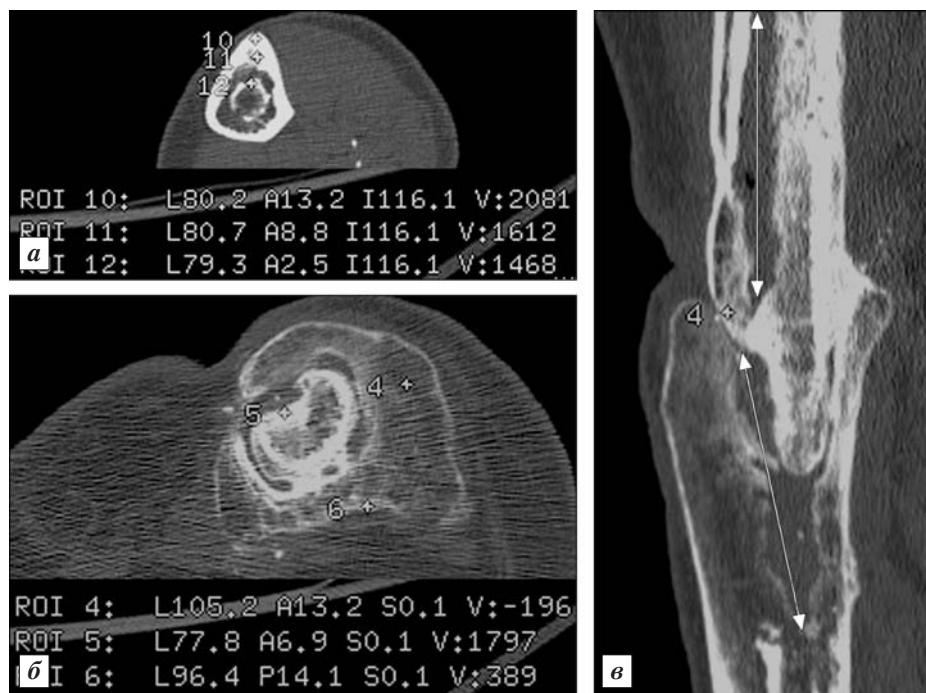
Мультисрезовая КТ коленного сустава больного Ф., 67 лет.
